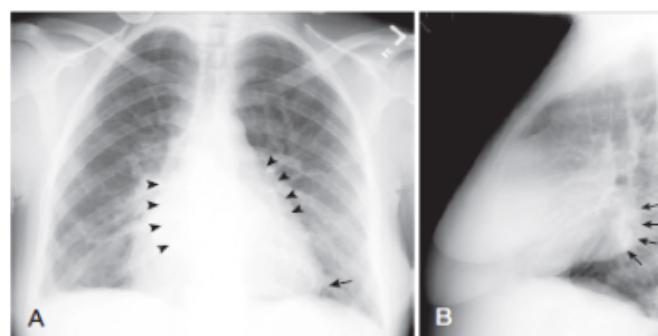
Chest radiographs of a 60-year-old woman with severe mitral regurgitation. A, PA view shows enlargement of the left atrium (arrowheads), prominence of the pulmonary vasculature, and a transverse angle of the apex suggesting right ventricular (RV) enlargement (arrow). B, Lateral view confirms RV enlargement with a filled retrosternal air space. Note also marked left atrial enlargement (arrows).
